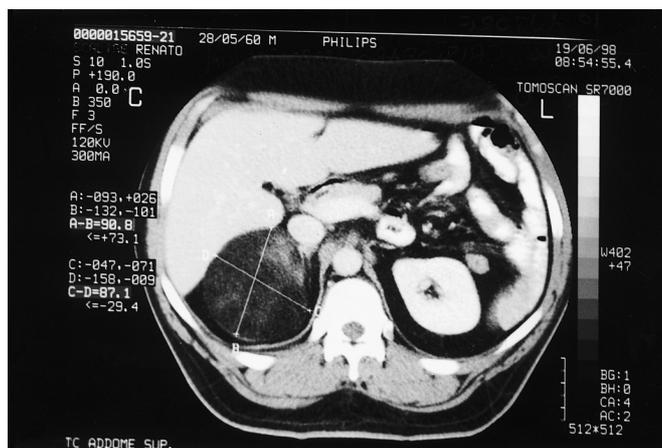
Scansione TAC della neoformazione surrenalica destra con indicazione delle dimensioni.
